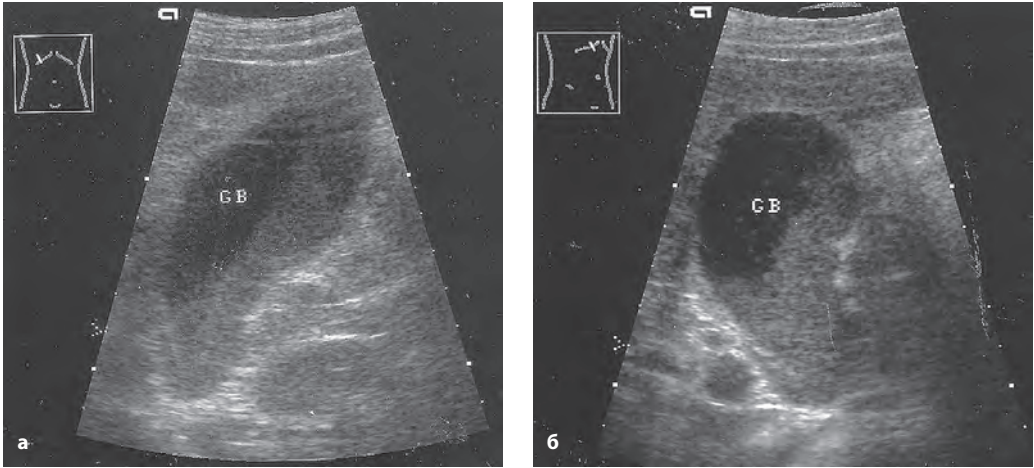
При УЗИ в желчном пузыре определяется осадок (билиарный сладж) (а), который смещается при изменении положения тела (б) (по Г.Шмидту, 2009).
